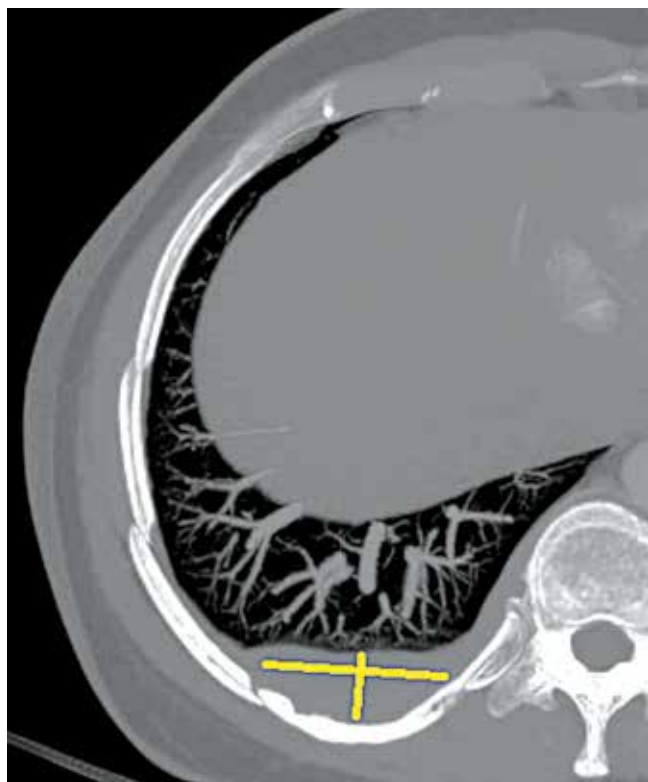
Компьютерная томография грудной клетки. Образование плевры правого легкого отмечено желтыми линиями
